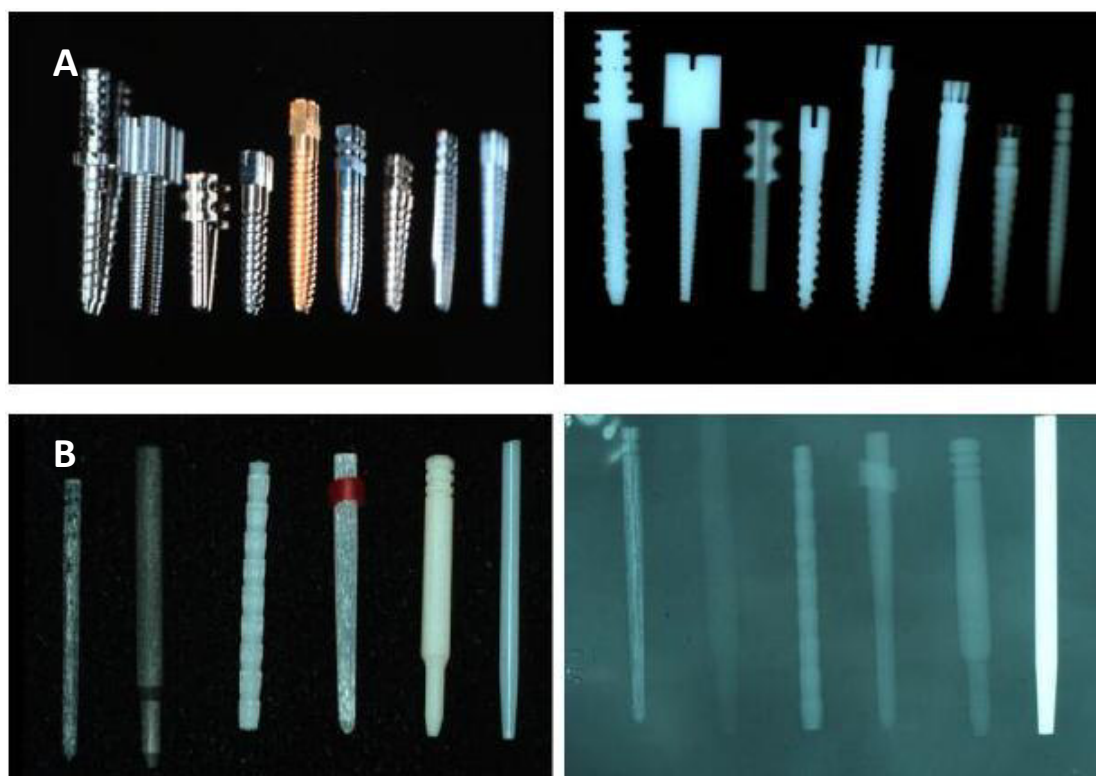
Diferencia de Radiopacidades de los postes metálicos (A) y postes no metálicos (B). Los postes no metálicos (cerámicos y de fibra de vidrio) presenta mayor translucidez por lo que pueden pasar desapercibidos en los dientes restaurados. Sin embargo, es posible diferenciarlos de la dentina en las radiografías. Tomado de: Alburqueque⁶⁵
